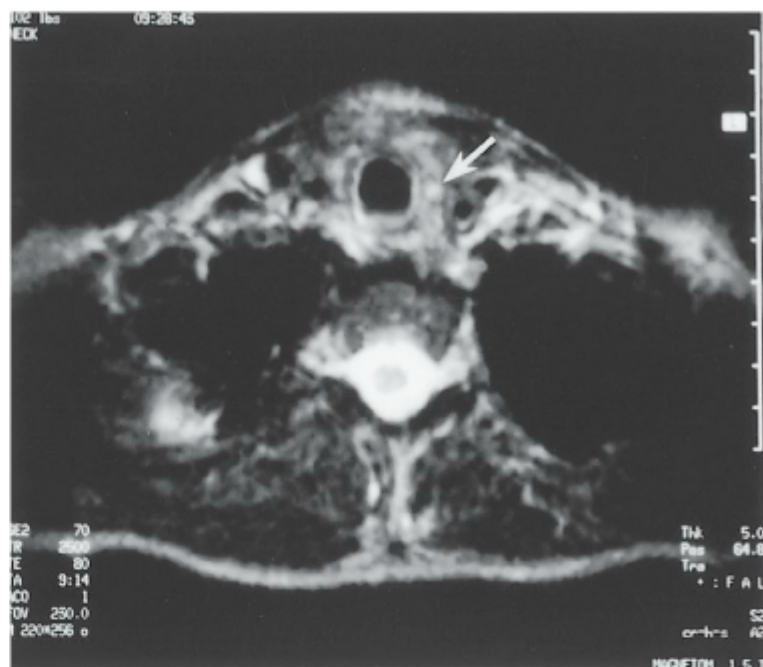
RM revelando um sinal brilhante no lado esquerdo do pescoço, compatível com adenoma de paratireoide (seta).
